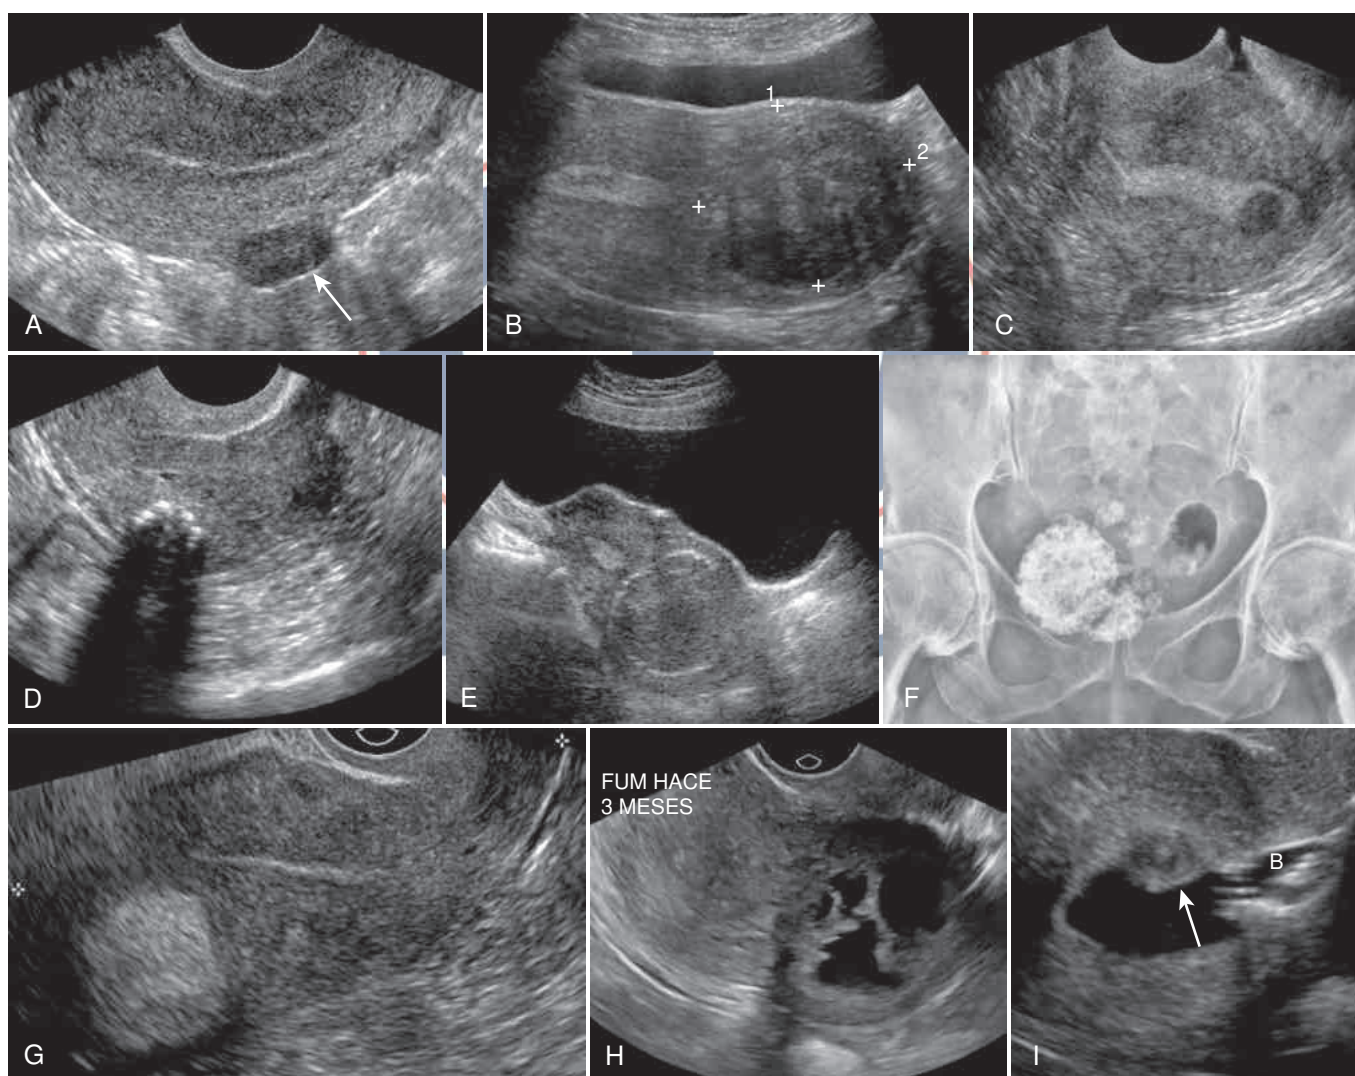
Leiomiomas de aspecto variable. (A) La ecografía transvaginal sagital (TVS) muestra un leiomioma subseroso hipoeicoico (flecha). (B) La ecografía transabdominal transversal (TAS) muestra un fibroma intramural hipoeicoico heterogéneo (calibradores). (C) La TVS sagital muestra un leiomioma submucoso hipoeicoico, casi totalmente dentro de la cavidad endometrial. (D) Imagen de TVS de un leiomioma con calcificación globular con sombreado. (E) Radiografía simple que muestra múltiples calcificaciones de aspecto distrófico ("calcificaciones en palomitas de maíz") en la pelvis, clásicas de los fibromas calcificados. (F) Imagen sagital TAS de un leiomioma con calcificación periférica. (G) Lipoleiomioma visto como una masa miometrial hipereicoica bien definida, siendo el diagnóstico diferencial la degeneración grasa de un fibroma. (H) TVS sagital que muestra un leiomioma con degeneración quística. (I) TVS sagital de SHG muestra el endometrio (flecha) que recubre un fibroma submucoso. Obsérvese el catéter balón (B). FUM: Fecha de última menstruación.
